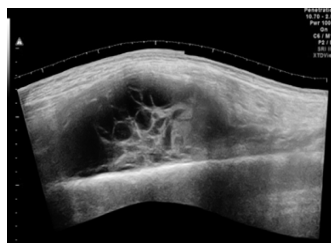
常规超声显示左大腿不均质团块状低回声,界清,内见片状无回声区,呈蜂窝状改变,周边肌肉受压,肌纹理欠清
